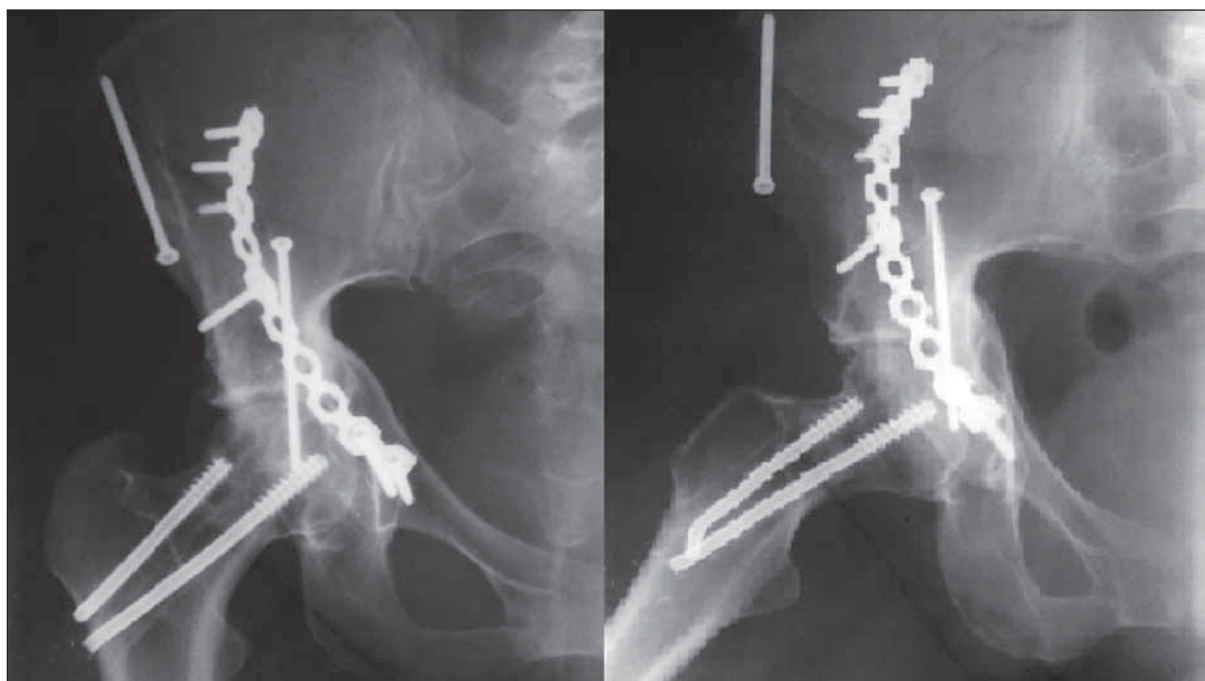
Рентгенограммы правого тазобедренного сустава пациентки Б. после неудачной попытки удаления канюлированных винтов, фиксирующих шейку бедра
